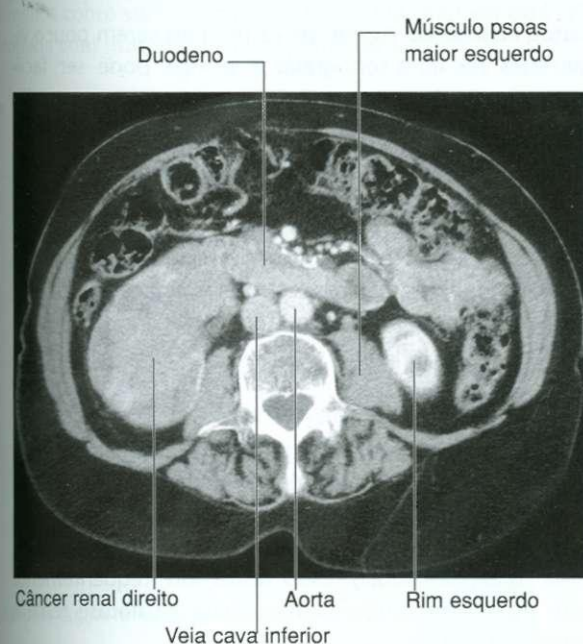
Tumor no rim direito crescendo em direção e possivelmente invadindo o duodeno. Tomografia computadorizada em plano axial.
